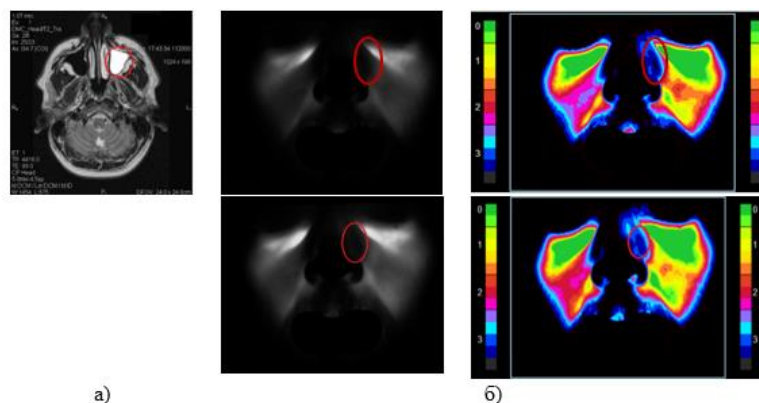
T2 взвешенное изображение МРТ (а) и зарегистрированные и обработанные изображения, полученные с применением предлагаемой технологии (б), для длин волн зондирующего излучения 650 нм (вверху) и 850 нм (внизу) для пациента 1 (мужчина)
